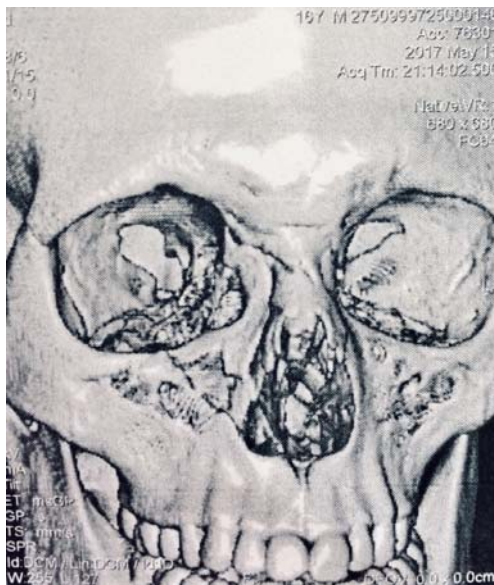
Пациент К., изображение результатов СКТ костей лицевого скелета
